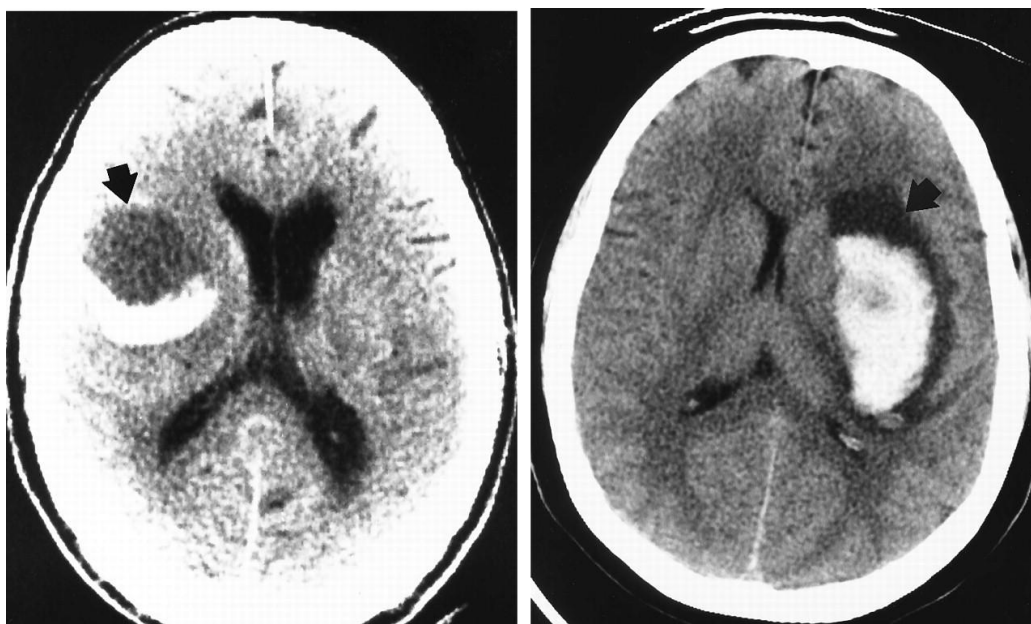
Interfase de sangre líquida (flechas) en la TC craneal de dos pacientes con HIC-AVK realizado en las 6 primeras horas tras el inicio de la clínica ²⁴.
